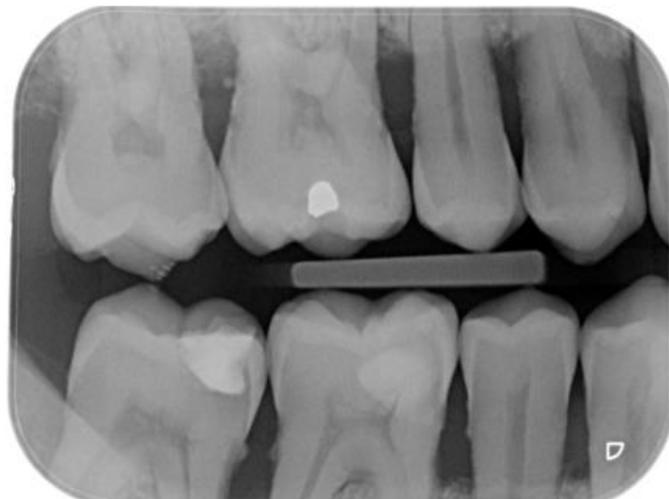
Lésion angulaire en mésial de la 16 visible sur la radiographie 2D (examen radiographique du Dr CALVO)
